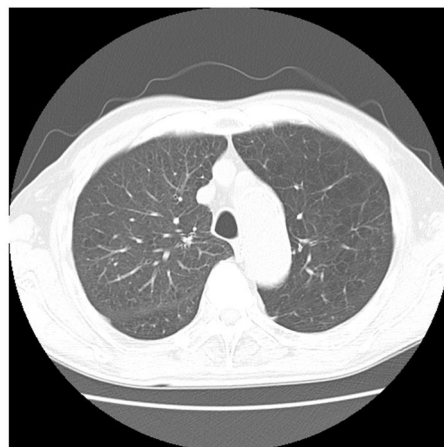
図 1 症例の CT 画像（大動脈弓部）
